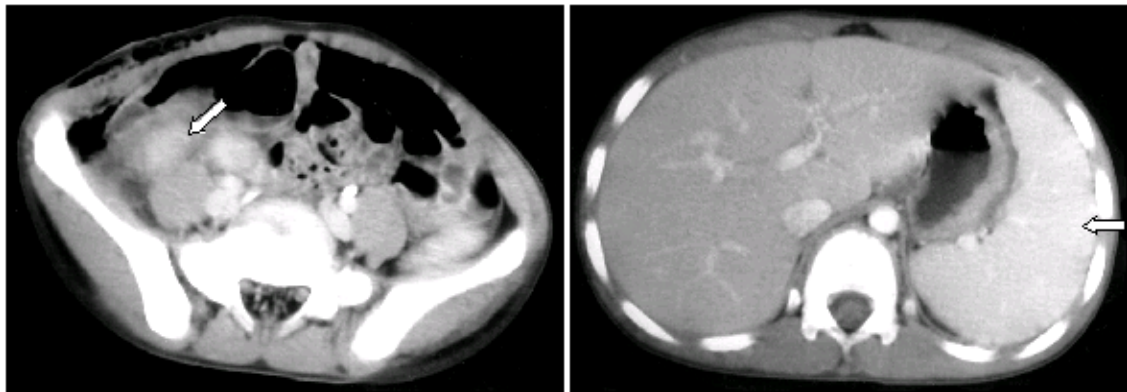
Abdominal CT shows large lymph nodes in cecal area (A) and splenomegaly (B).
